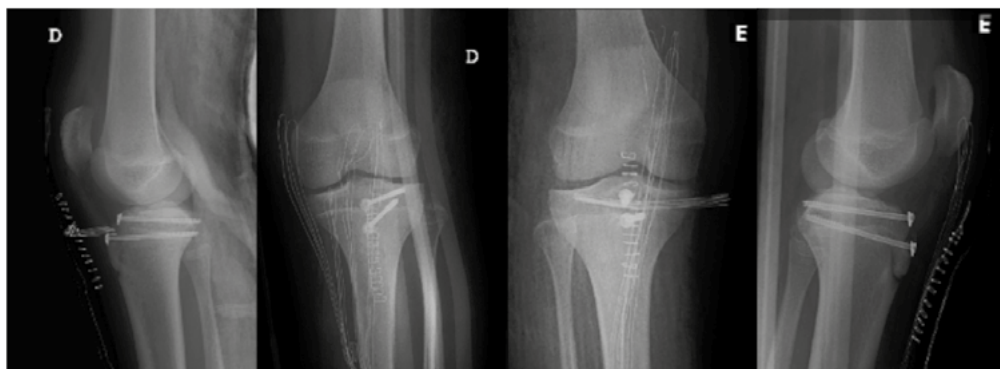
Radiografias no pós-operatório imediato, da esquerda para a direita, perfil do joelho direito, face joelho direito e joelho esquerdo e perfil do joelho esquerdo.
